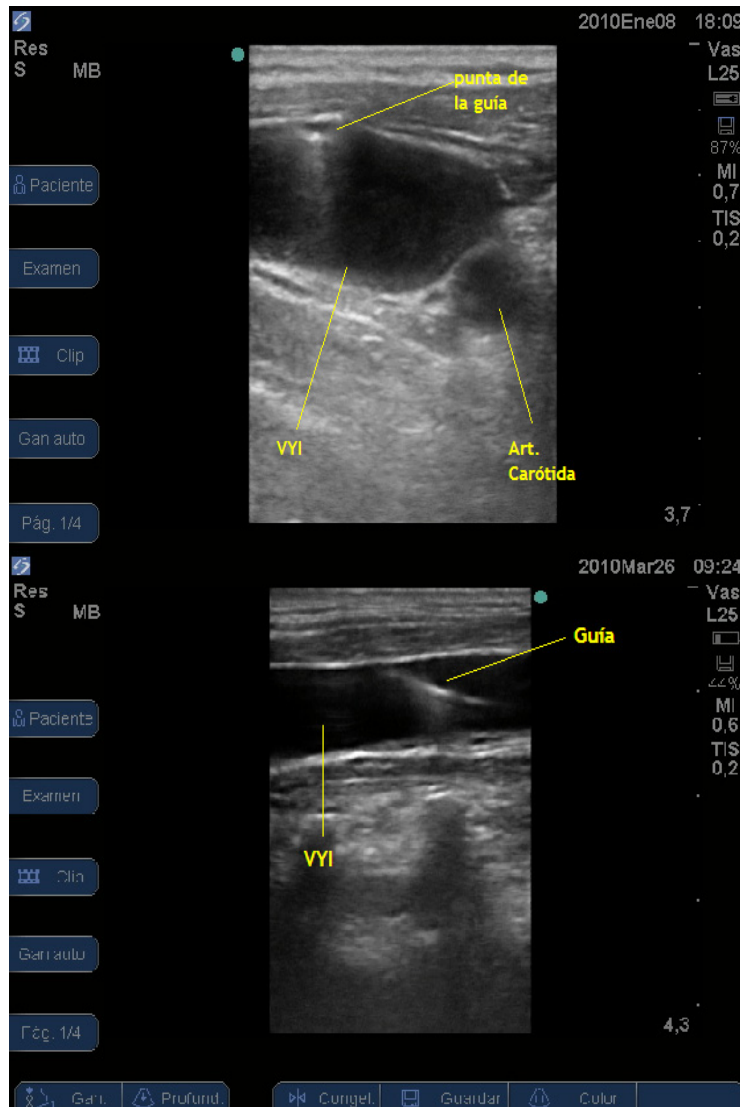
Imagen ultrasonográfica de la punta de la guía obtenida en el eje transversal con abordaje fuera de plano (izq). Imagen ultrasonográfica de la guía obtenida en el eje longitudinal con abordaje en plano (der).
